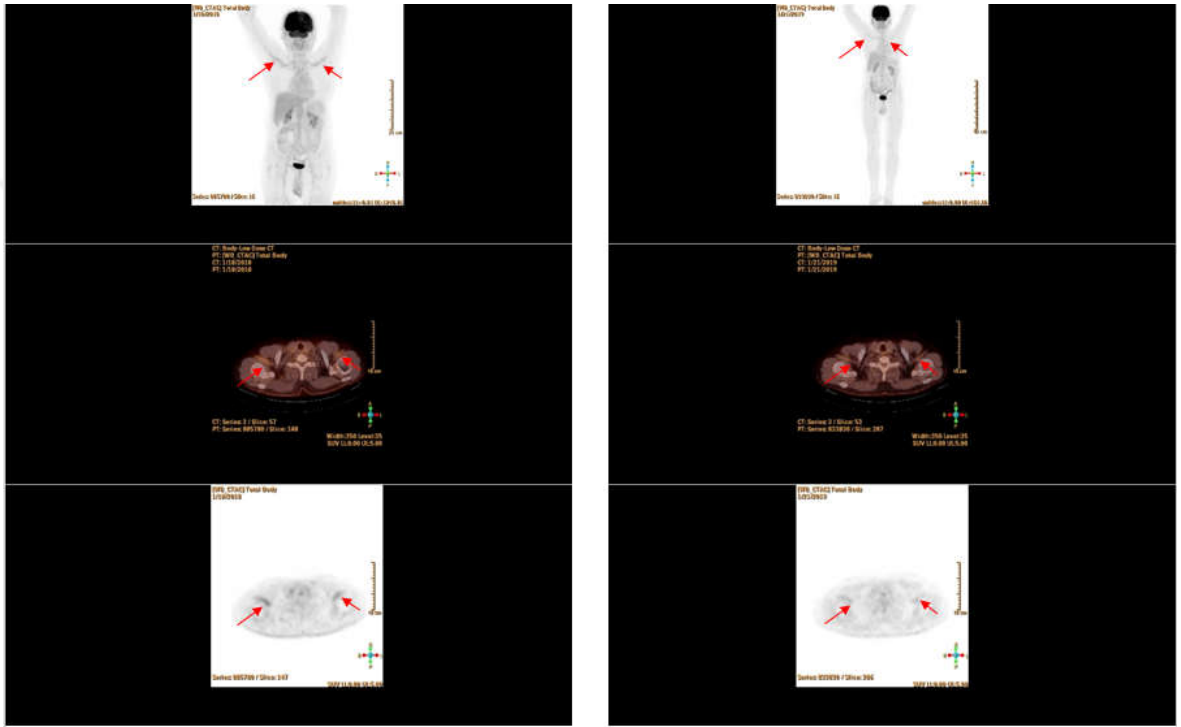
59 yaşında kadın hasta doppler USG'de subklavian damarlarda vaskülit ile uyumlu tutulum olması nedeniyle tanıyı desteklemek amacıyla çekilen PET/BT görüntüsü (Takayasu Arteriti).
